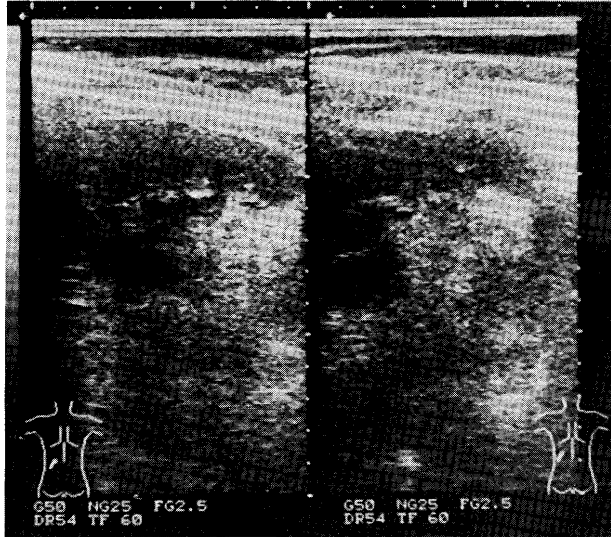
Ultrasonography of the left kidney. Echogenic mass was visualized at the lower pole of the left kidney.
